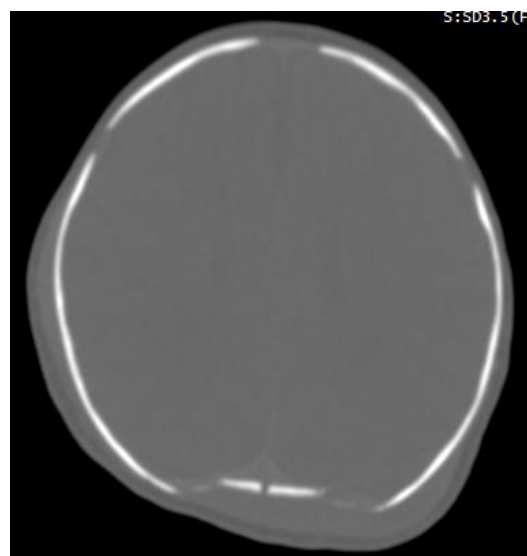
TDM cérébrale, coupe axiale en fenêtre osseuse : Fracture enfoncement de l'os occipital, avec déhiscence des sutures lambdoïdes.
